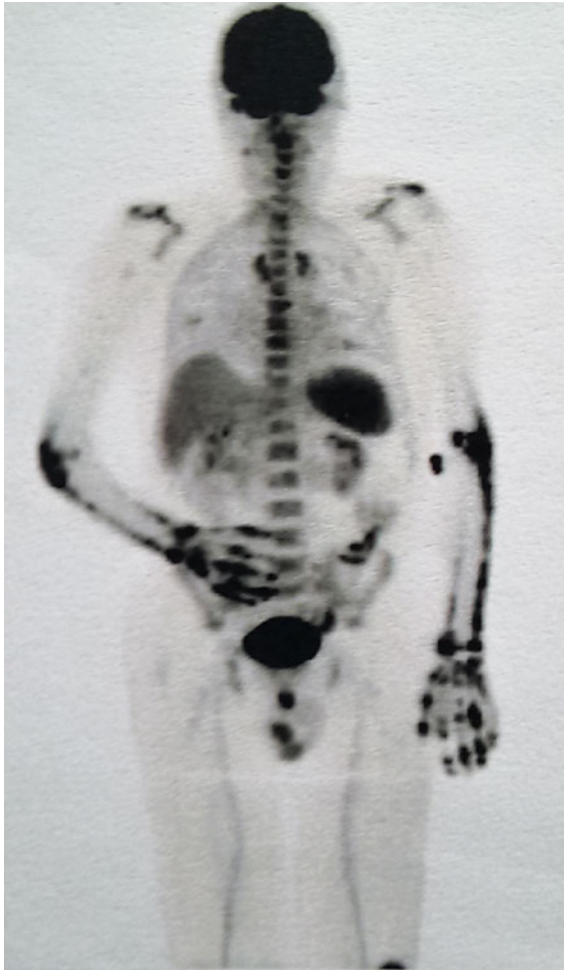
PET-CT-Übersichtsaufnahme mit starker Stoffwechselaktivität (schwarz) in den Lymphom-befallenen Knochen, Milz und Hoden. Angeschnitten der Befall der linken Patella. Ansammlung aktiver Metaboliten in der Harnblase und physiologische Anreicherung im ZNS.
